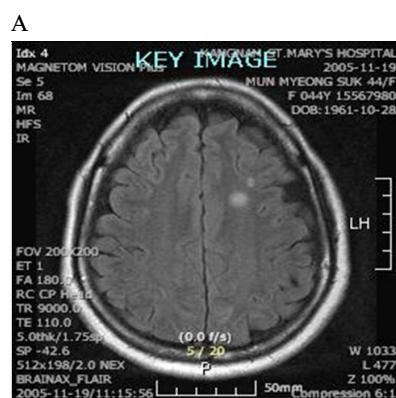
4B, 4C. On axial FLAIR and T2WI images, asymmetric two high signal intensity nodules are noted in left frontal lobe, suggesting brain metastasis. On coronal T1WI with enhancement, focal enhanced ovoid lesion is noted in right scalp representing scalp metastasis.
